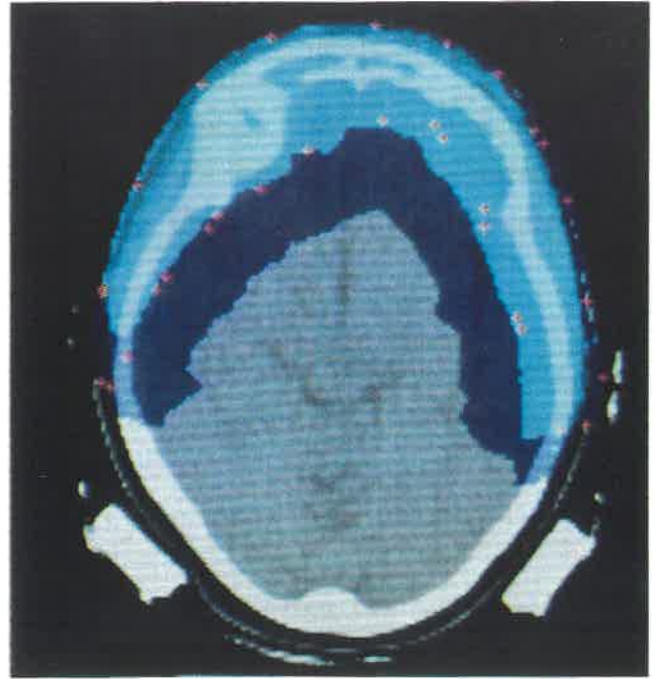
Transversal-Schnitt in CT-Schicht 20
